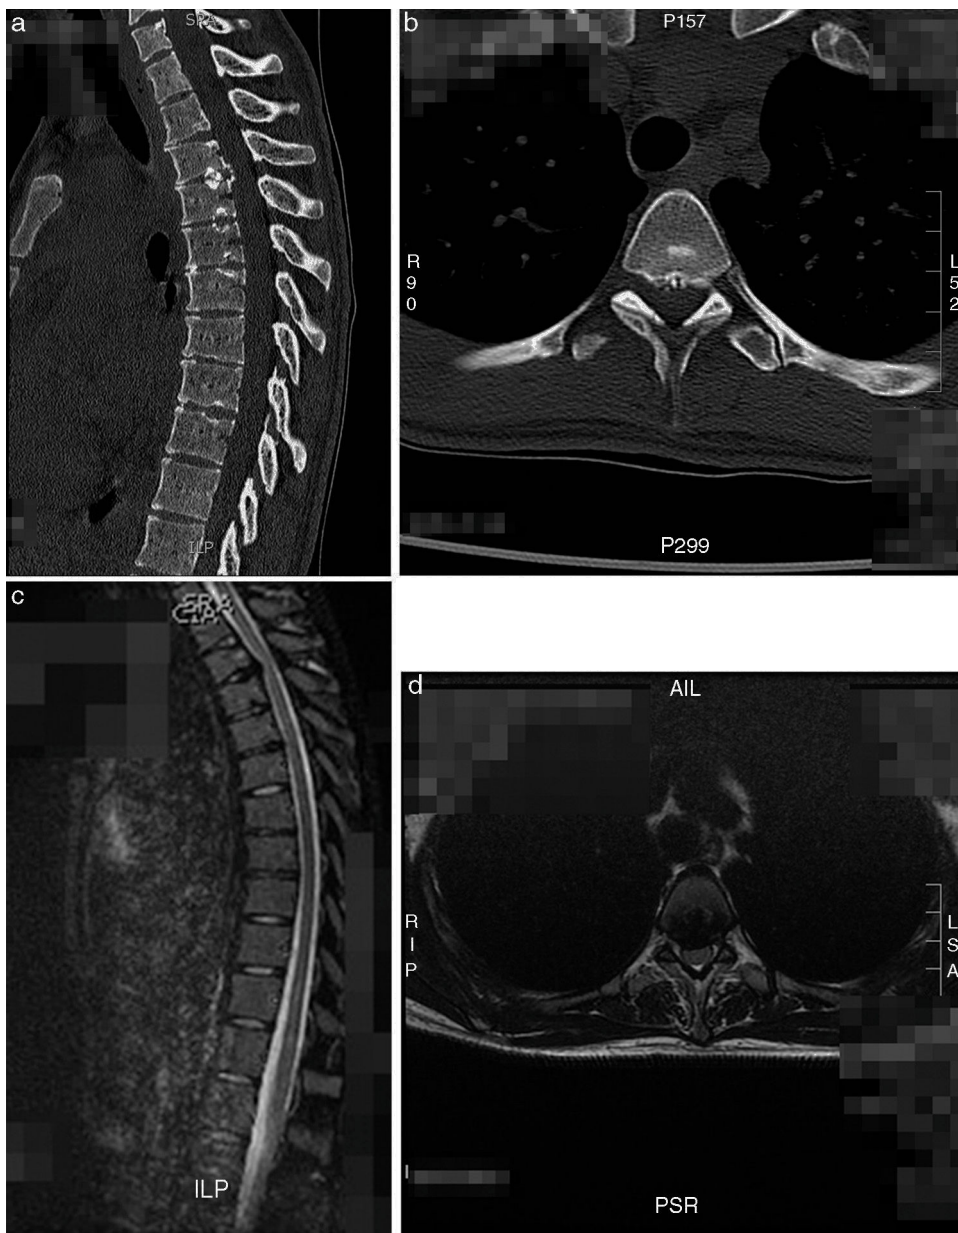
a-d. Caso 1: imágenes preparatorias de TC y RM que muestran la hernia T3-T4 calcificada.
